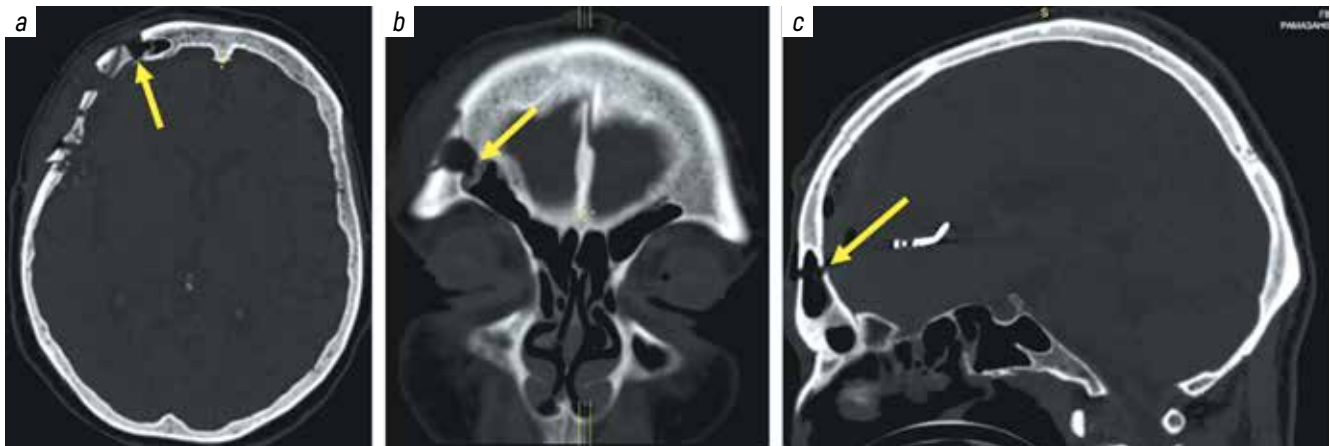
Results of computed tomography of the brain the postoperative period: examples of frontal sinus injury during pterional craniotomy (a, b), craniotomy in the parasagittal frontal area (c). Arrow points at an open frontal sinus
